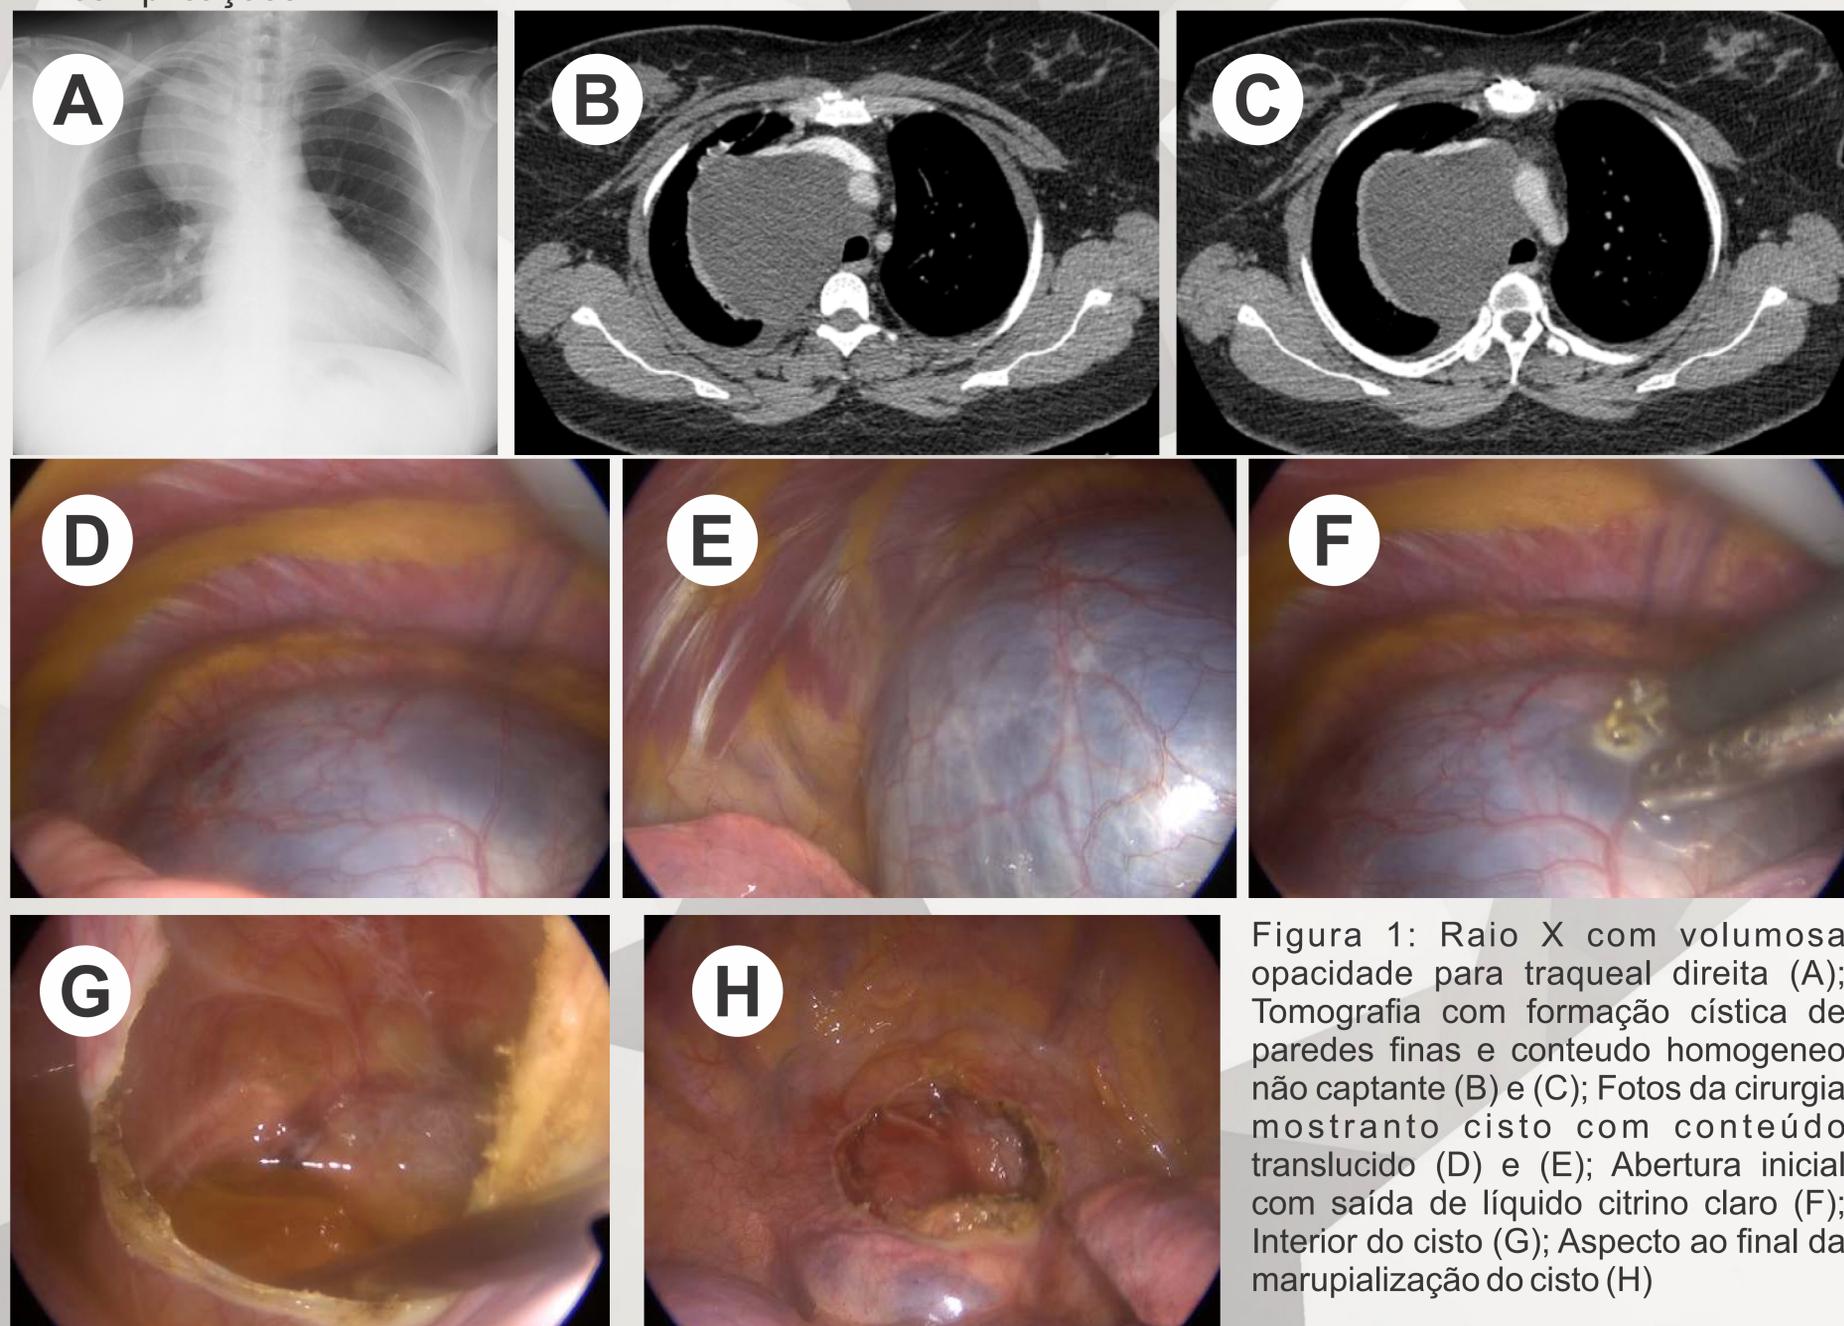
Raio X com volumosa opacidade para traqueal direita (A); Tomografia com formação cística de paredes finas e conteúdo homogêneo não captante (B) e (C); Fotos da cirurgia mostrando cisto com conteúdo translúcido (D) e (E); Abertura inicial com saída de líquido citrino claro (F); Interior do cisto (G); Aspecto ao final da marupialização do cisto (H)
